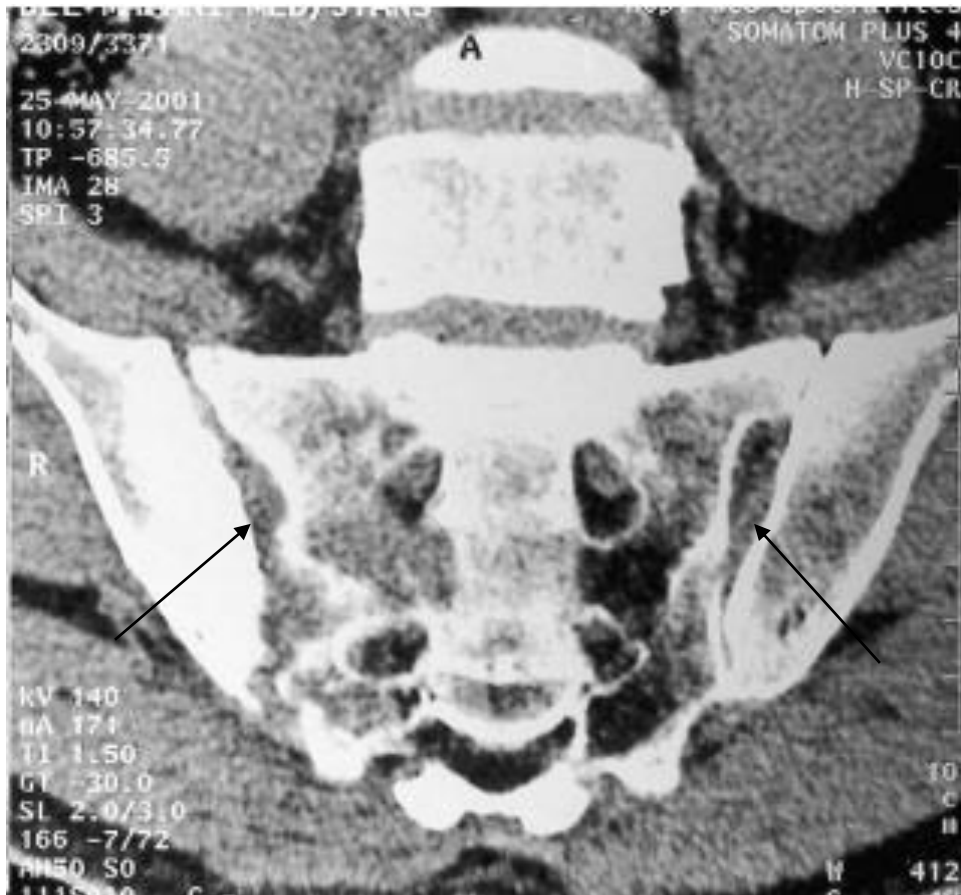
TDM du bassin montrant un élargissement avec érosion corticale sacrée et iliaque,et remaniement osseux sacré et iliaque avec image de géodes, sans atteinte des parties molles.
